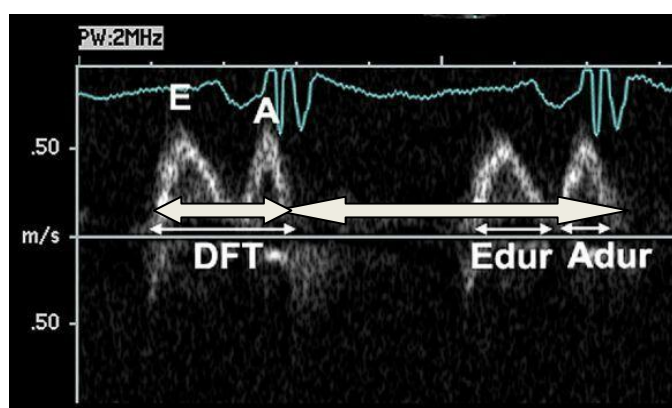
Avaliação da dissincronia AV por Doppler pulsado espectral transmitral.⁽⁷⁾
